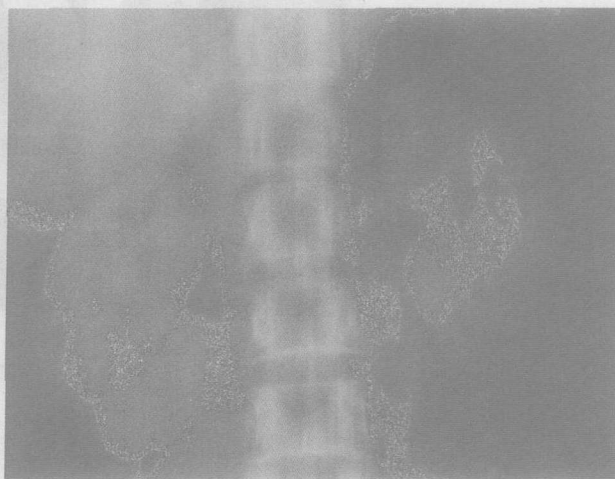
45 岁女性,狼疮性肾炎患者的排泄性尿路造影片,用 1.5ml/kg (300mgI/ml) 的剂量快速团注高渗造影剂。肾实质即刻变得致密,两侧肾脏只有少量造影剂分泌,肾盂系统和输尿管显影淡薄,为典型的 CM-ARF 表现。病人血清肌酐在注射造影剂后 48 小时内从 1.5mg/dL 升至 3.5mg/dL。病人未用透析治疗而恢复,也无永久性肾损害残留。(左)平片(右)分层片
